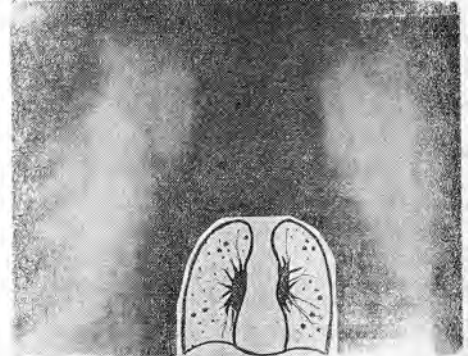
Томограмма больного Д., 54 лет.
